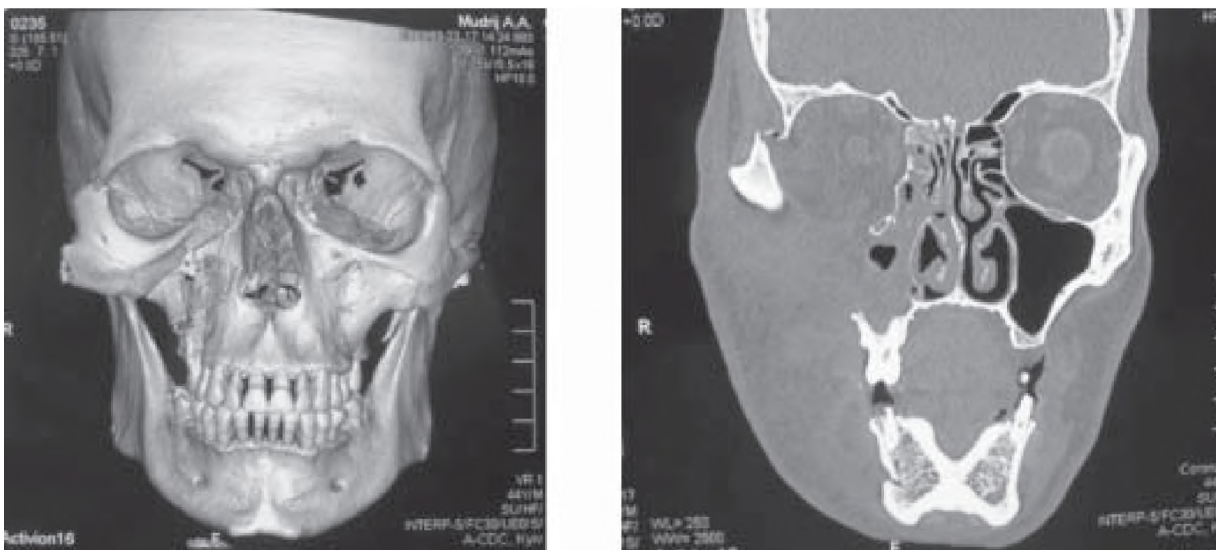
На 3-D КТ виявлено перелом правого вилицевого комплексу зі зміщенням вилицевої кістки в орбіту, дефект дна правої очниці.
